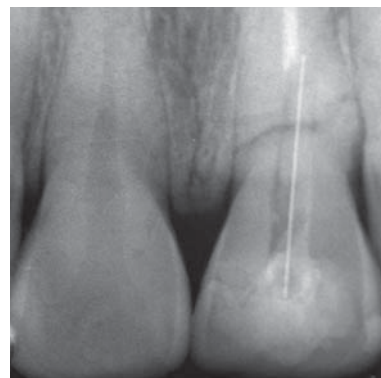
Контрольная рентгенограмма
